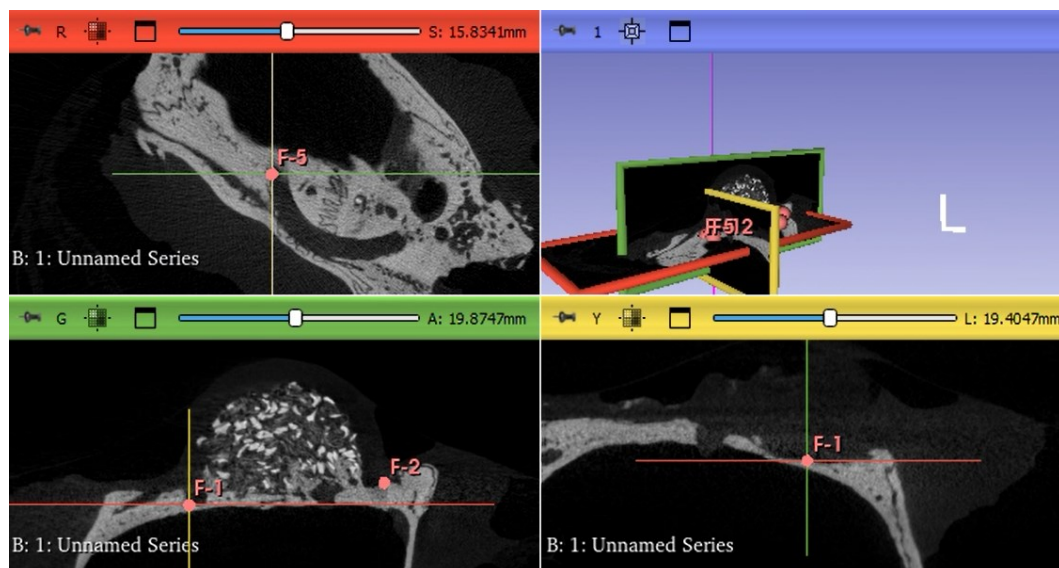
μ CT murina e i landmarks posizionati in zone visivamente sicure
